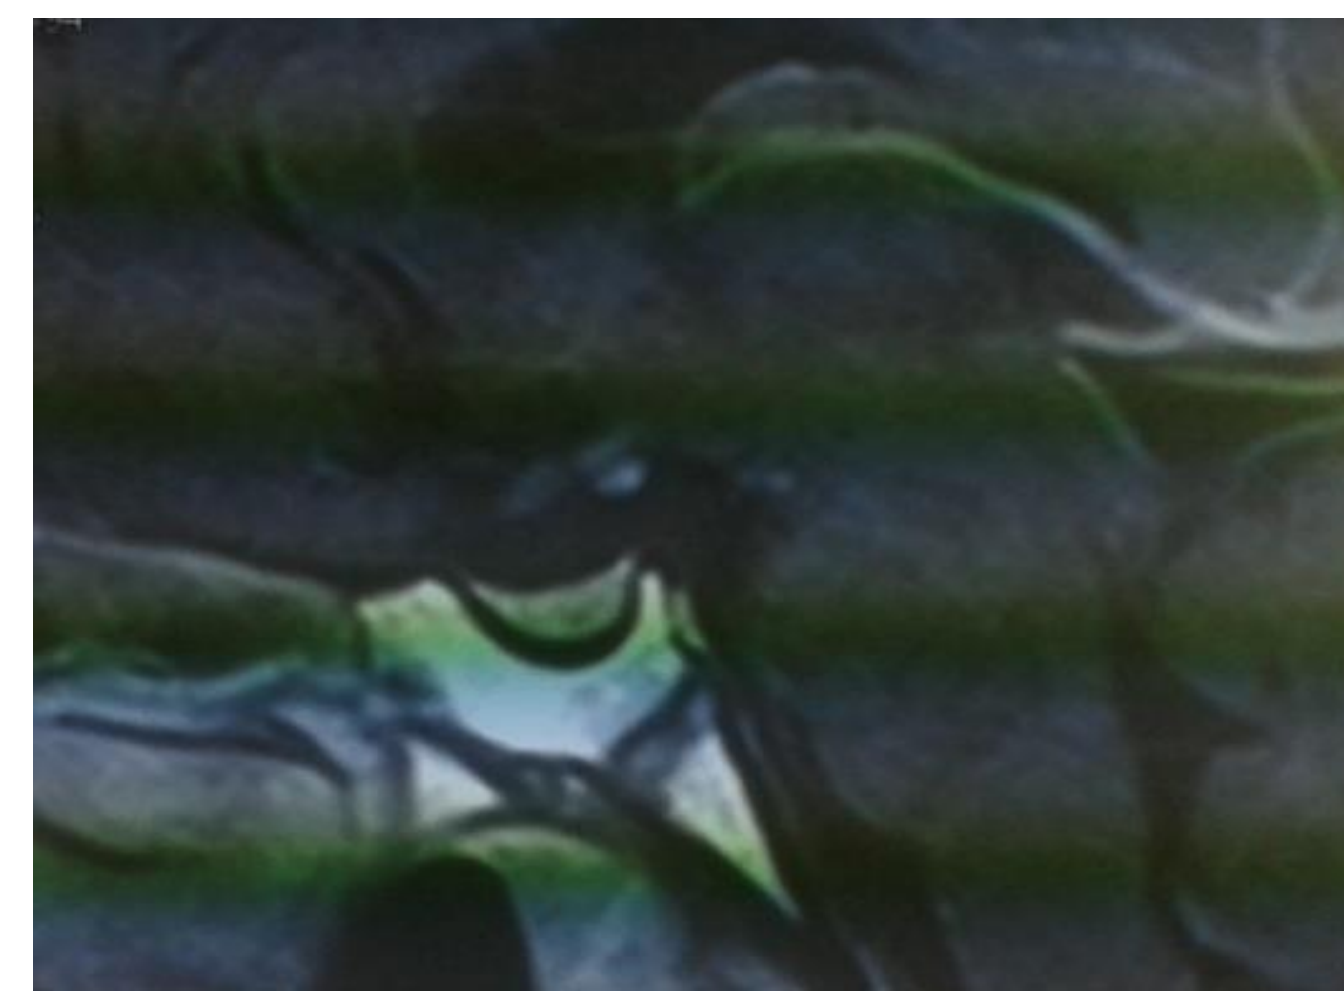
SITP à l'IRM hypophysaire en coupe sagittale.
